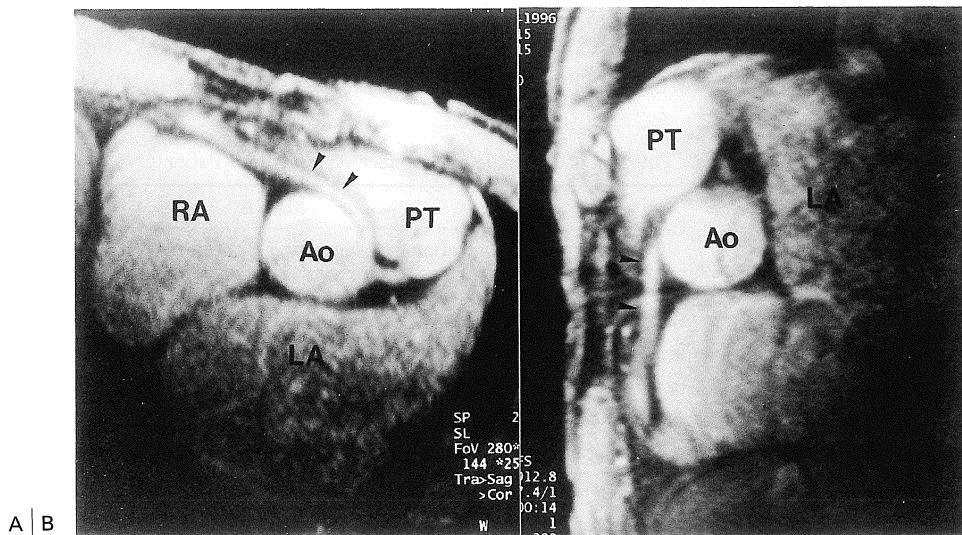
A is transverse MR image showing an anomalous RCA (arrow head) originating from the LMCA. B is perpendicular to A. The anomalous RCA runs between the aorta and pulmonary trunk toward the right aortic sinus and takes a normal RCA course. Ao indicates aorta ; PT, pulmonary trunk ; LA, left atrium ; RA, right atrium.
